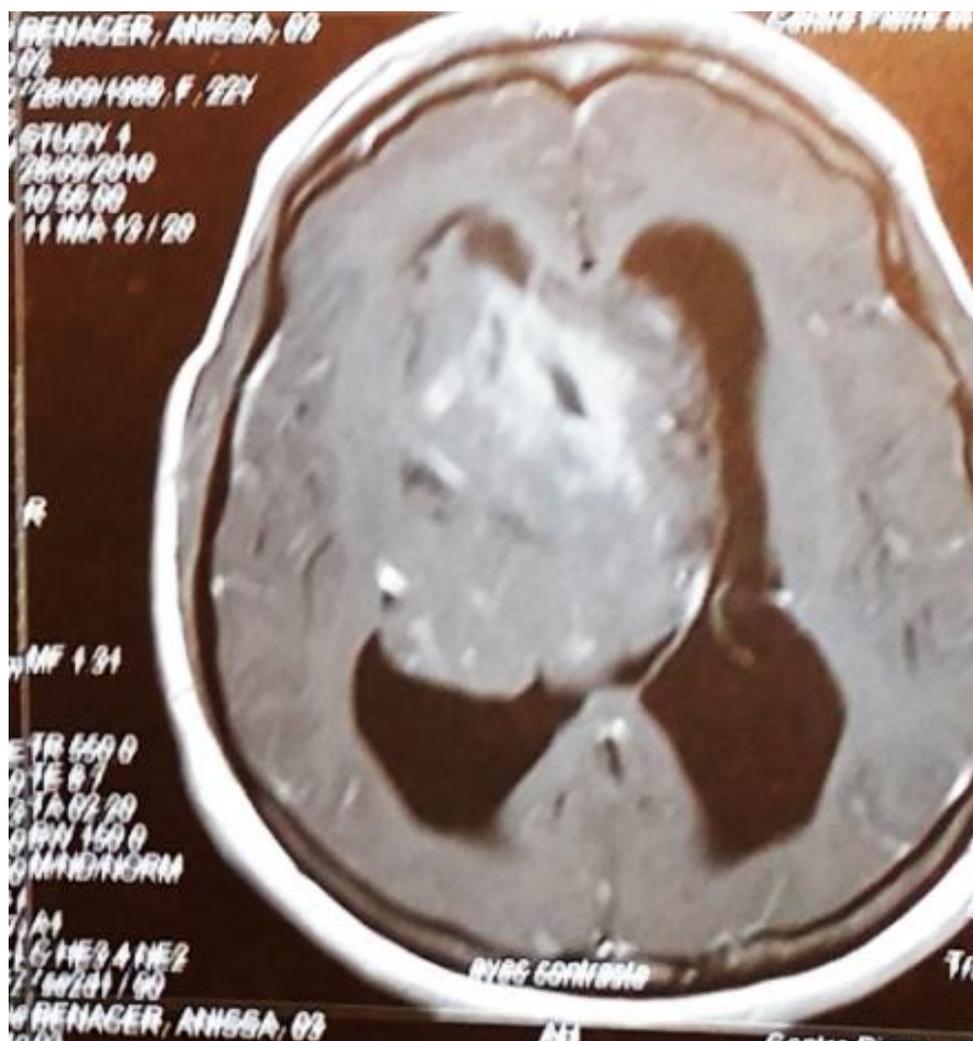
Image IRM coupe axiale d'un épendymome
